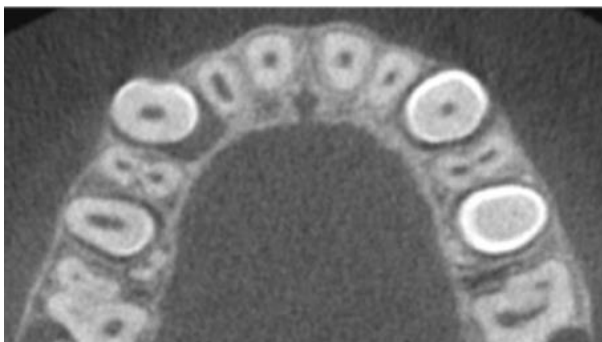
Corte axial da tomografia do dente 12 no nível apical. Observa-se extensão da lesão para a raiz do dente 13.
